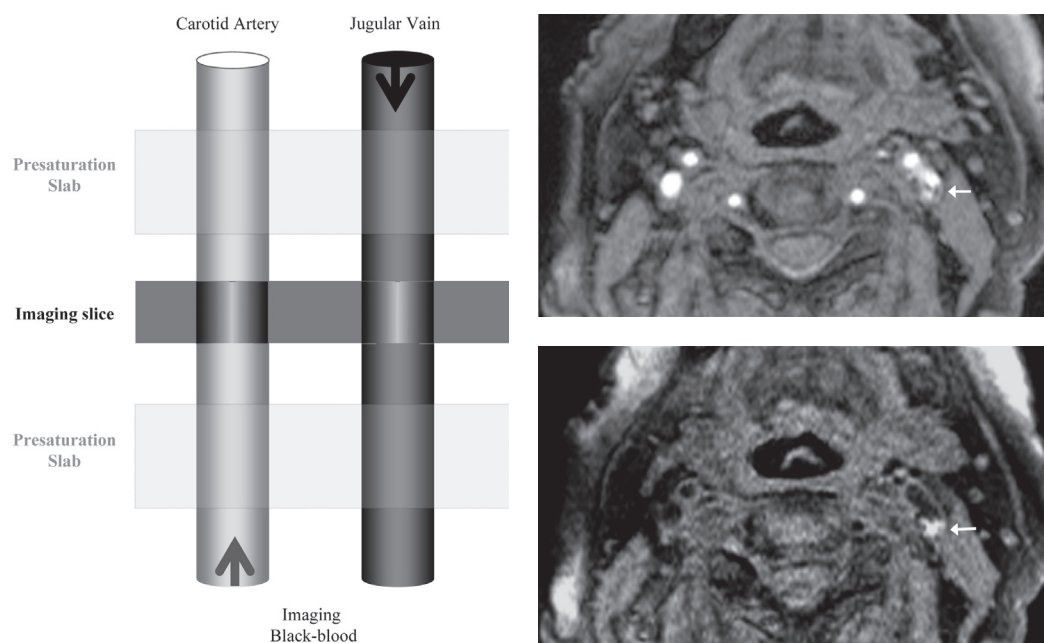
Principle and images of time-of-flight MR angiography of the carotid artery and black-blood T1-weighted imaging with double presaturation slabs.
